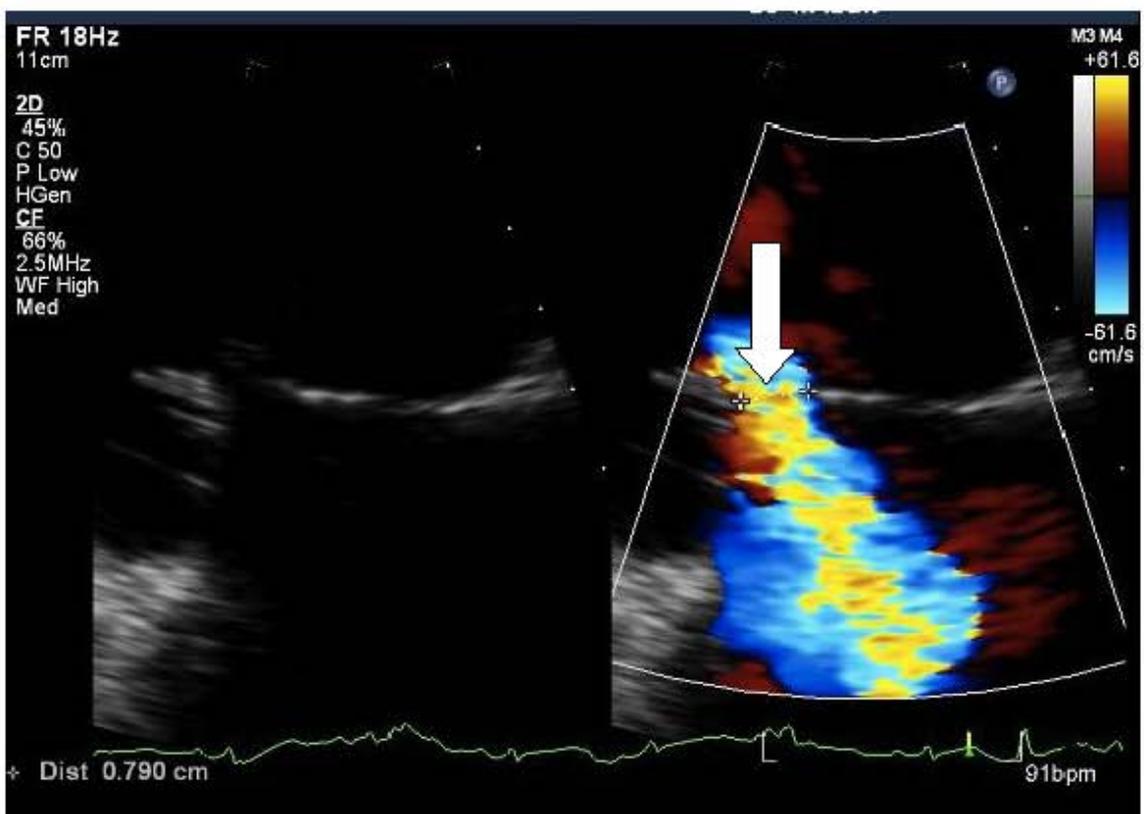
Eje largo paraesternal con doppler color, donde se aprecia regurgitación mitral importante, que indica insuficiencia mitral grave
